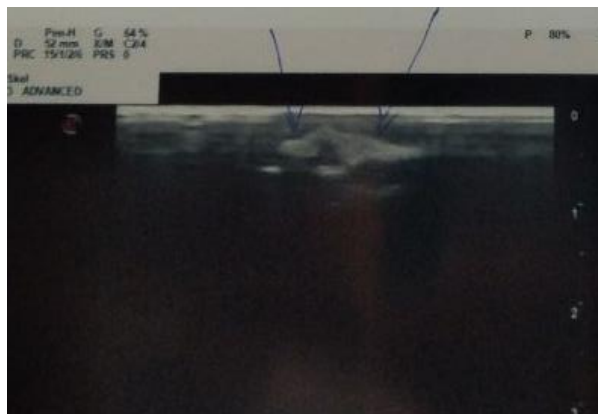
Ultrasound examination of the wrist
